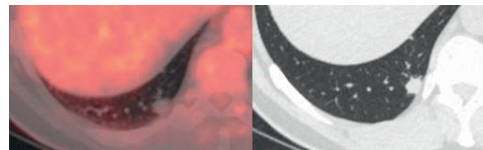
Investigação de nódulo pulmonar solitário em paciente tabagista. O nódulo sólido, de 1,2 cm, não apresenta aumento da atividade metabólica ao estudo com PET/CT, permitindo uma conduta conservadora.
